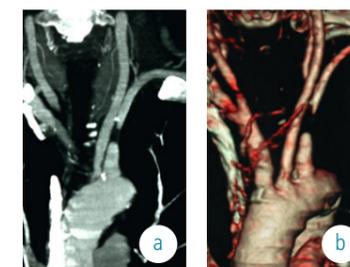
CTA der supraaortalen Äste
